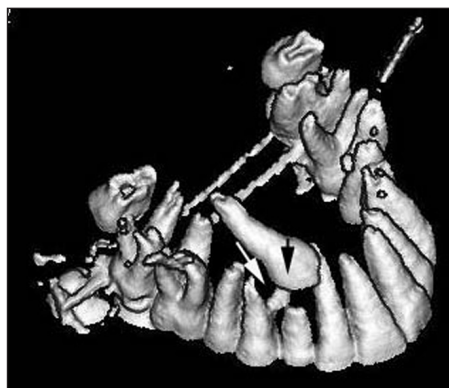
3D CT rekonstrukce horní čelisti 15leté dívky. Levý horní první premolár se sklání mesiálně a představuje překážku pro prořezávání stálého špičáku (černá šipka).
